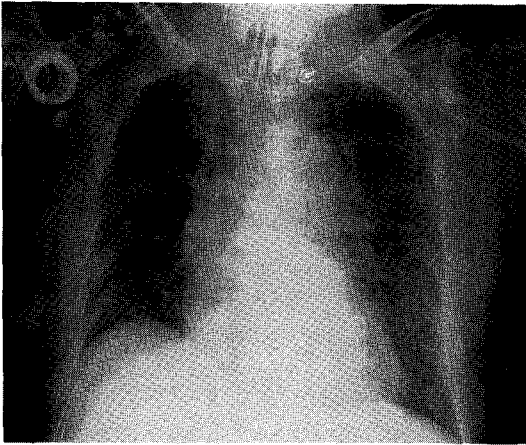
Chest X-ray showing resolution of diffuse interstitial infiltration in both lung fields.
